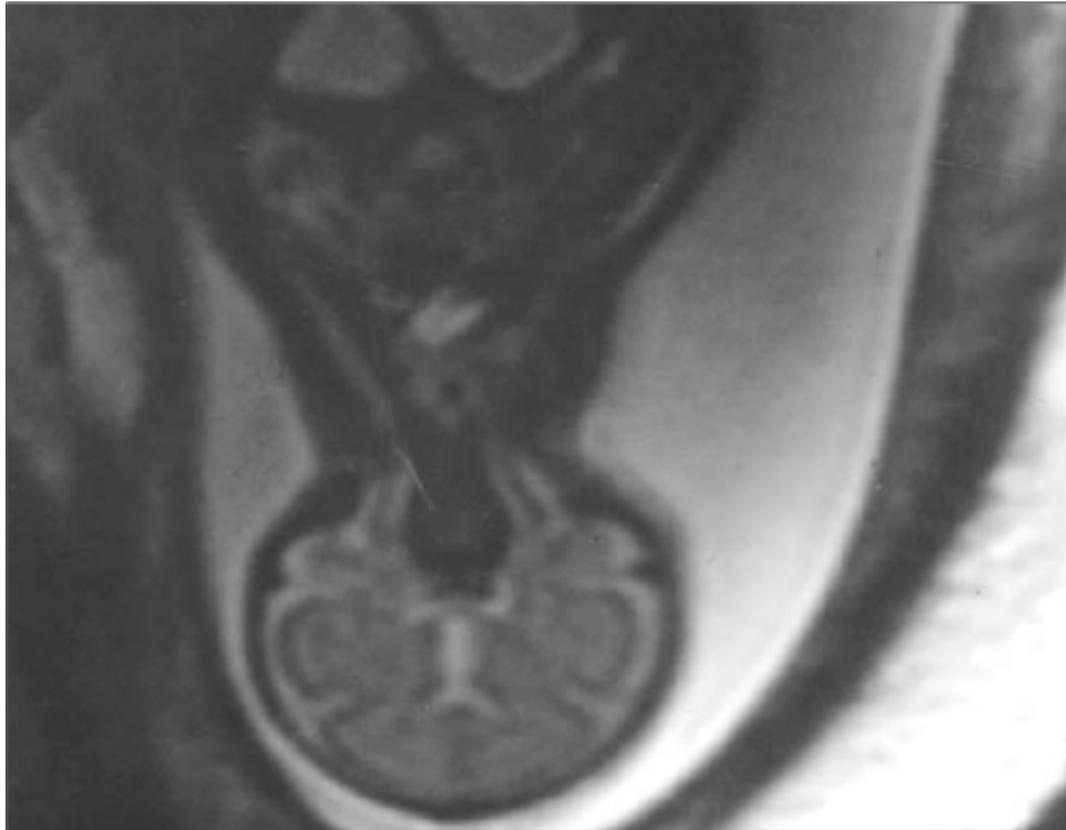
Imagem de ressonância nuclear magnética em T2 no corte coronal dos gêmeos cefalópagos. Observe a presença de pólo cefálico único e gêmeos unidos pelo tórax e abdome.
